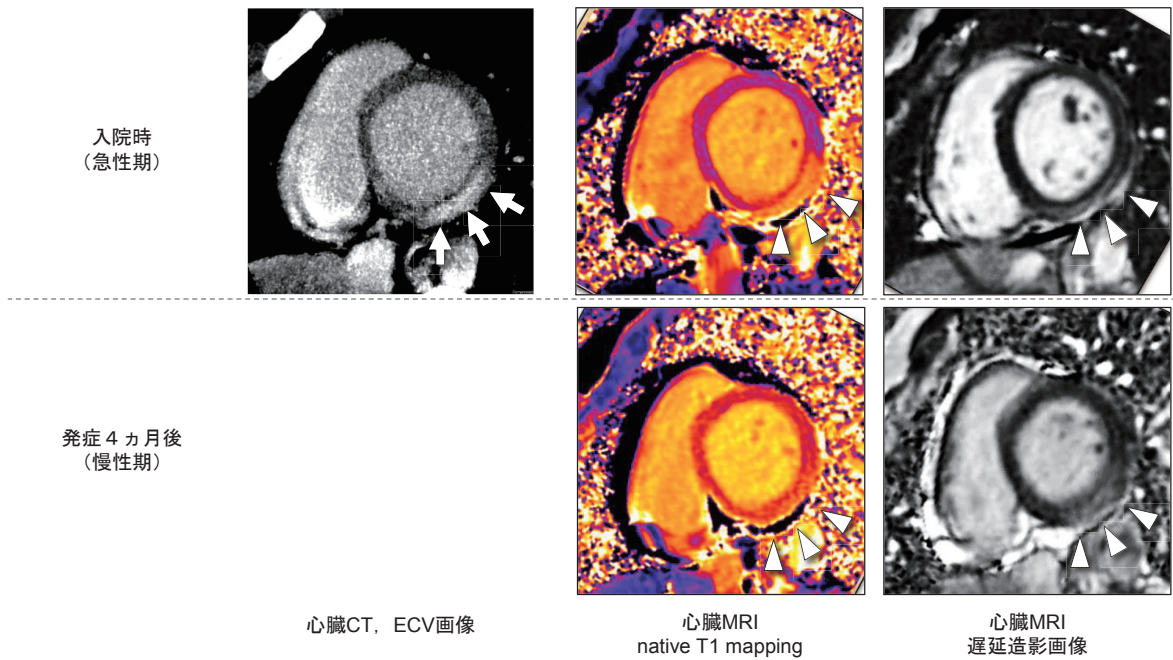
心臓CTのECV mappingと心臓MRIによるフォローアップ
